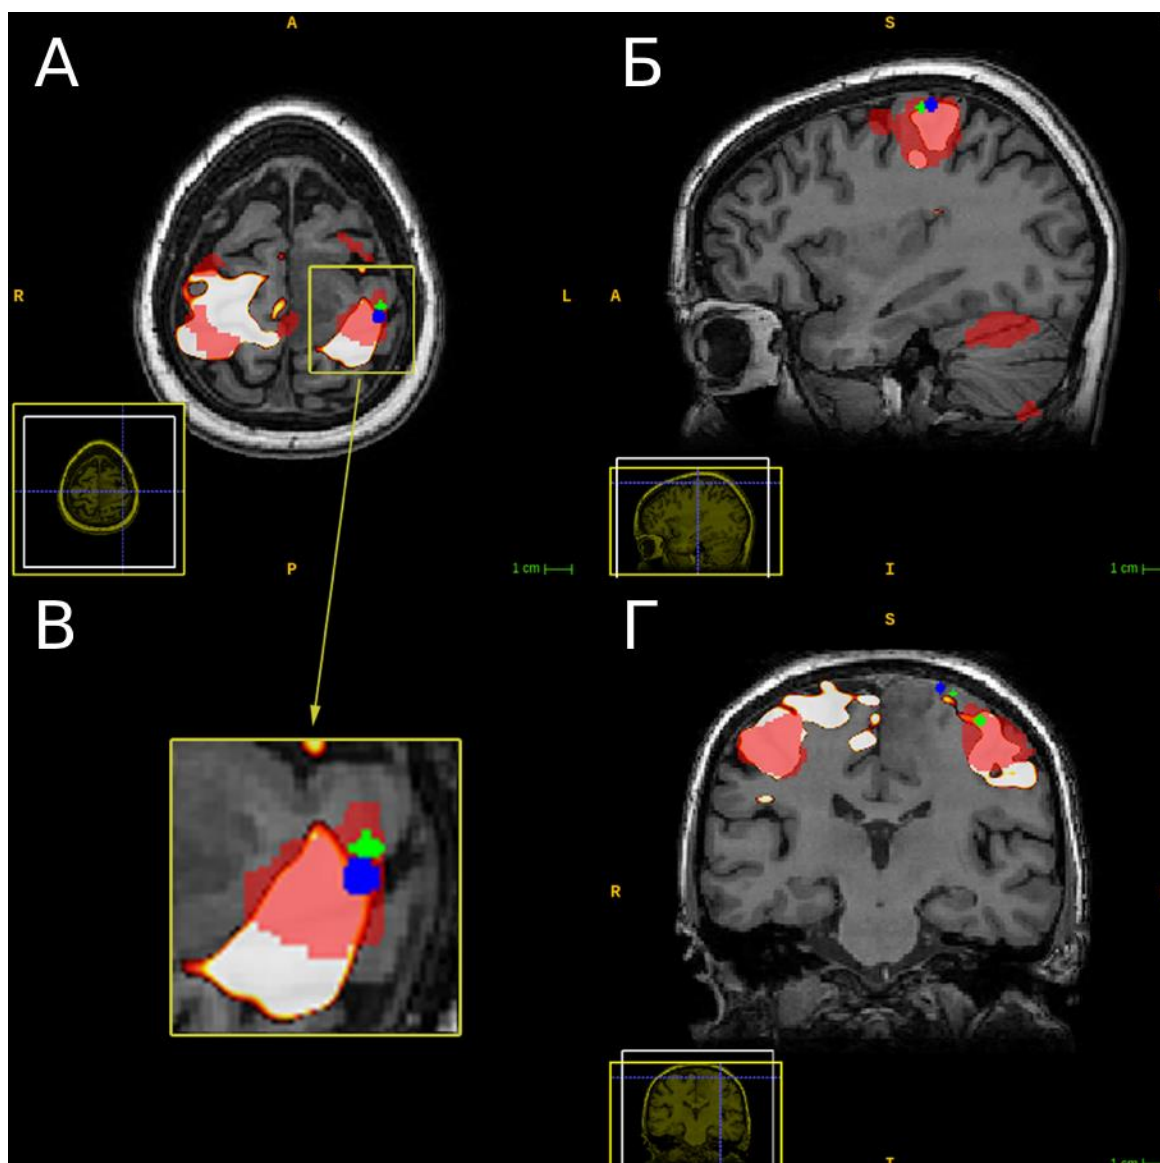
Пациент №1 с глиобластомой (WHO Grade IV) левой заднелобной области. МРТ в аксиальной (А), сагиттальной (Б) и фронтальной (Г) проекциях. Совмещение активации стимул-зависимой фМРТ, фМРТ в «состоянии покоя» и интраоперационных ответов. Увеличенный фрагмент области интереса (В).
